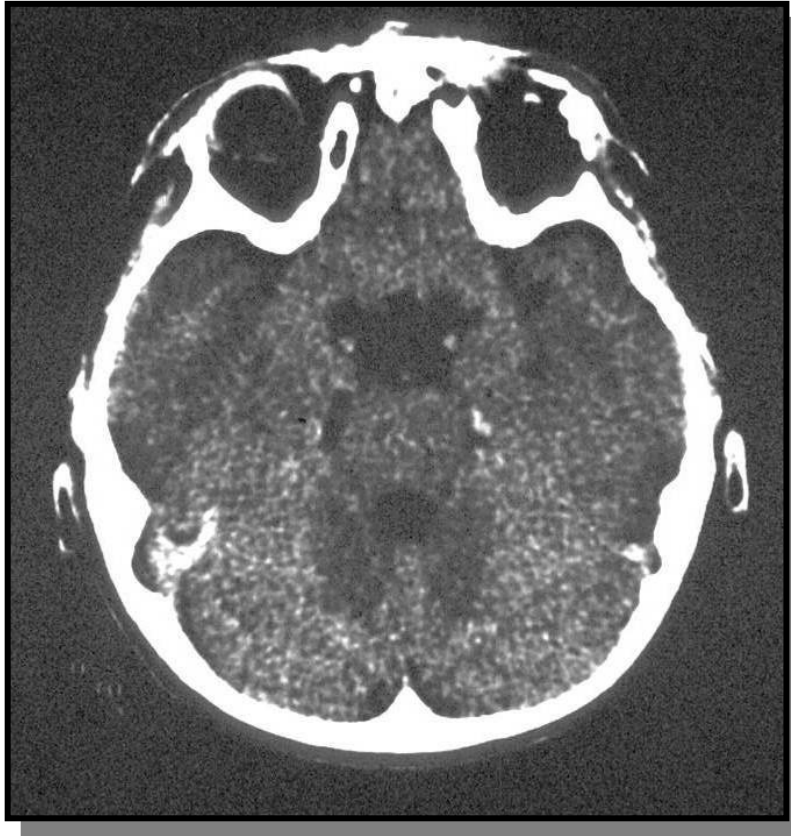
TC de órbita mostrando microftalmia à direita e anoftalmia à esquerda.
